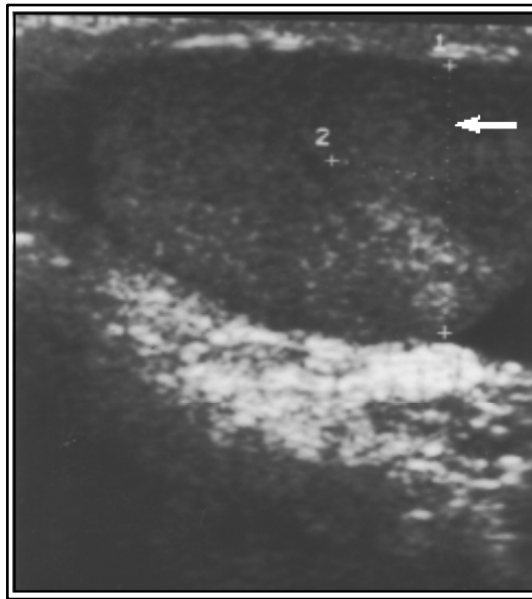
Gynécomastie à forme diffuse, a : mammographie du sein droit de face. b : mammographie du sein droit oblique. c : échographie du sein droit : présence de tissu glandulaire mammaire fibreux hyperéchogène (flèche), quelques lobules graisseux hypo-échogènes (tête de flèche) (119).
